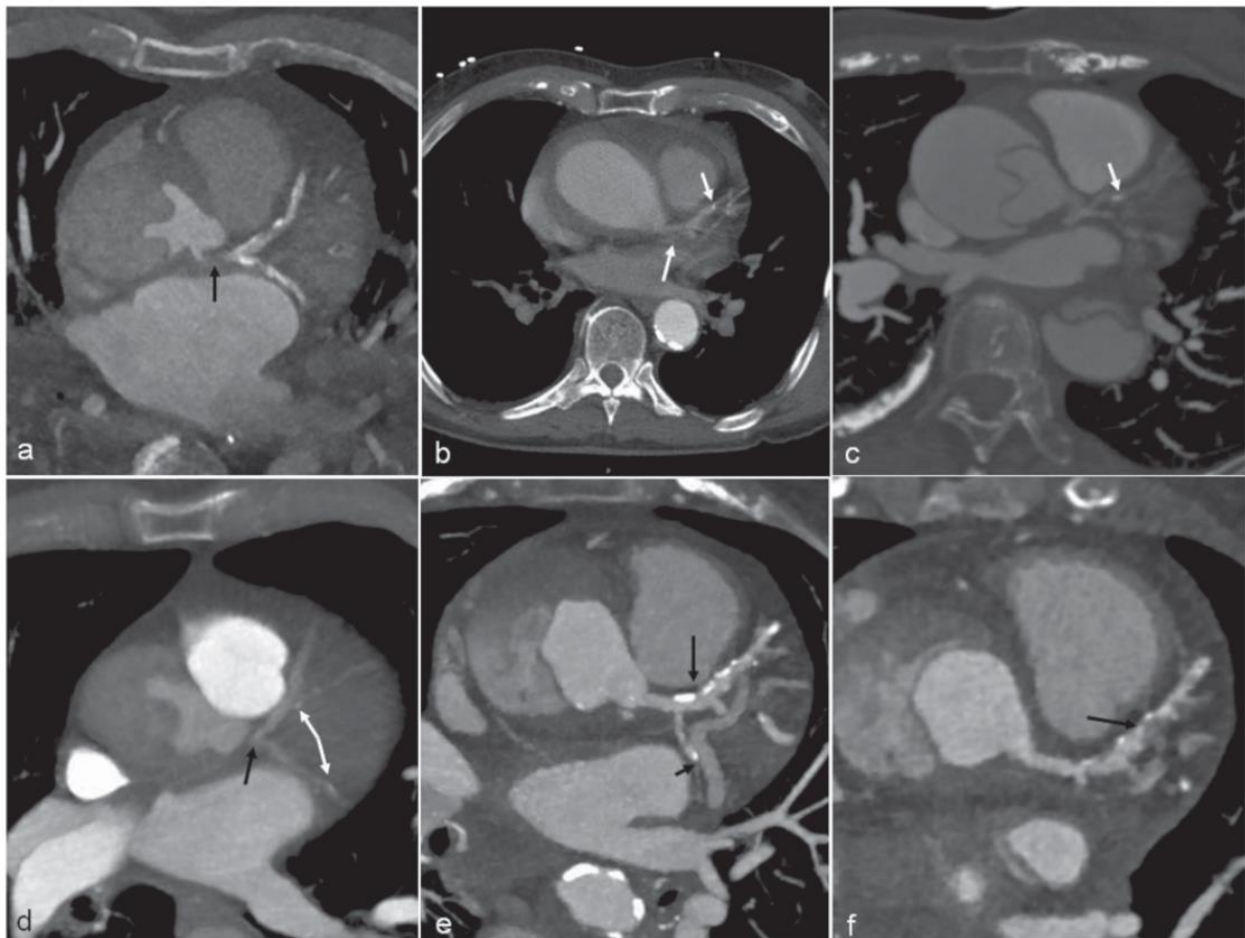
Begutachtung des computertomographischen Bildmaterials mit Fokussierung auf die Koronararterien. Die Untersuchungen wurden an einem Siemens Somatom Definition Flash (Siemens Medical Solution, Forchheim, Deutschland) durchgeführt. (a) Patient 1. Dissektion des Hauptstammes mit resultierender hochgradiger Stenose. Kalzifizierte und nicht-kalzifizierte Plaques im Ramus interventricularis anterior und im Ramus circumflexus. (b) Patient 2. Intramurales Hämatom der Aorta ascendens und kalzifizierter Plaque des Ramus interventricularis anterior (Pfeil). Keine stenosierende koronare Herzerkrankung. (c) Patient 3. Kalzifizierter Plaque des Ramus interventricularis anterior (Pfeil). Keine stenosierende koronare Herzerkrankung. (d) Patient 4. Hauptstammstenose (schwarzer Pfeil) und kalzifizierte Plaques im Ramus interventricularis anterior sowie im Ramus circumflexus (weiße Pfeile). (e) Patient 5. Die MIP (maximum intensity projection)-Rekonstruktion zeigt kalzifizierte Plaques im proximalen und mittleren Teil des Ramus interventricularis anterior (langer Pfeil) und eine Engstelle des proximalen Ramus circumflexus (kurzer Pfeil). (f) Ebenfalls Patient 5. Großer nicht-kalzifizierter Plaque des Ramus interventricularis anterior.
